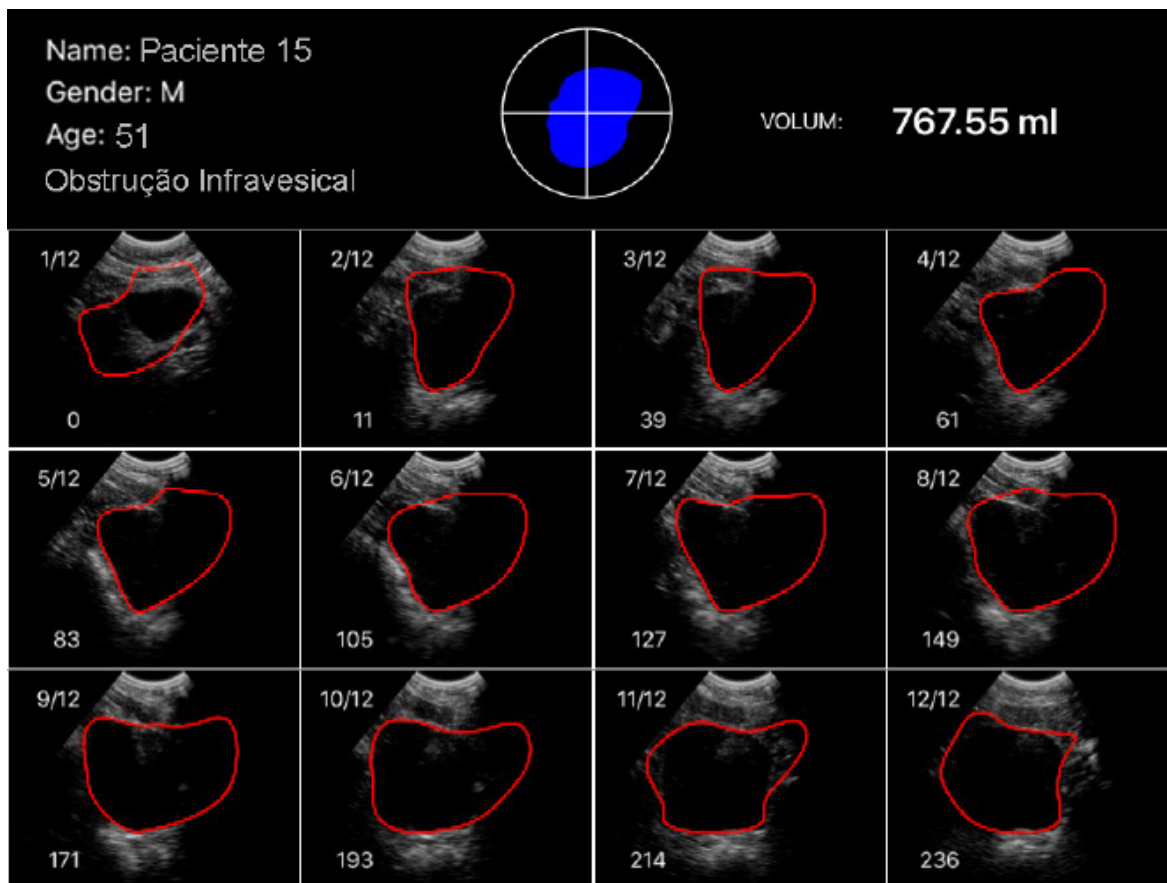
Imagens do volume vesical obtidas pelo equipamento de ultrassonografia portátil. Bauru, 2020.
